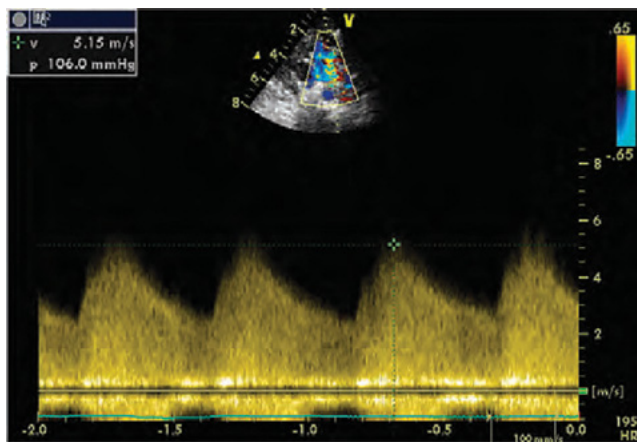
Muestra el Doppler continuo de un Ductus Arterioso Persistente. El gradiente elevado (106 mm Hg), confirma los niveles de presión Pulmonar normal.
